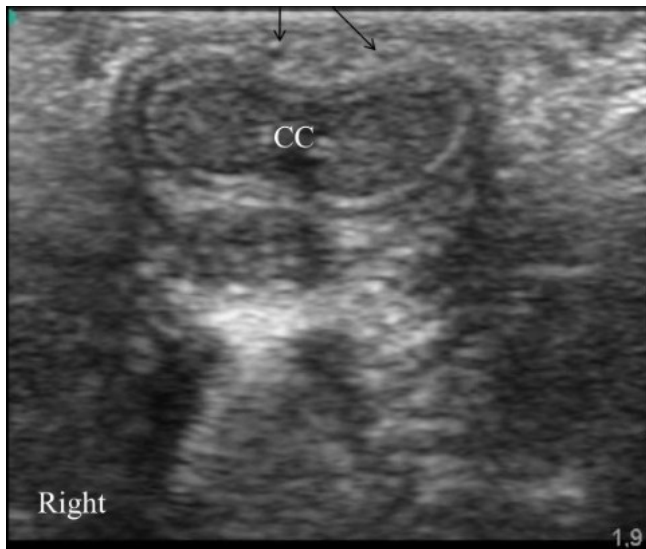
Sonographische Darstellung der anatomischen Strukturen beim Peniswurzelblock, mit Pfeil markiert Arterien (33)
